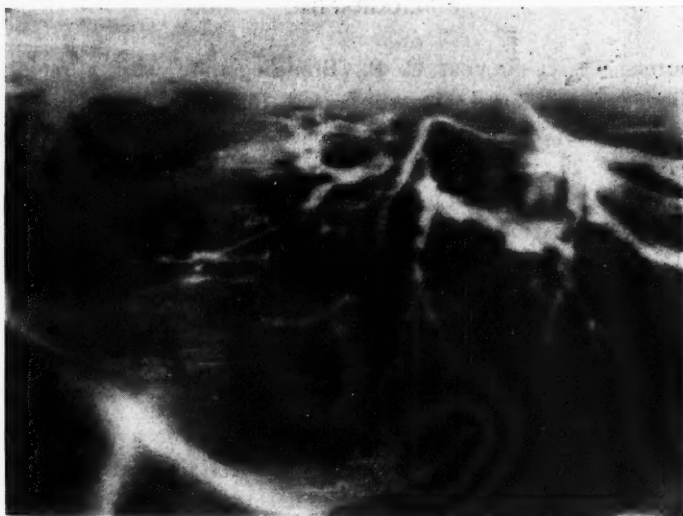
Septième cas. Une tomographie montre l'obstruction de cette bronche à deux centimètres de son origine.
